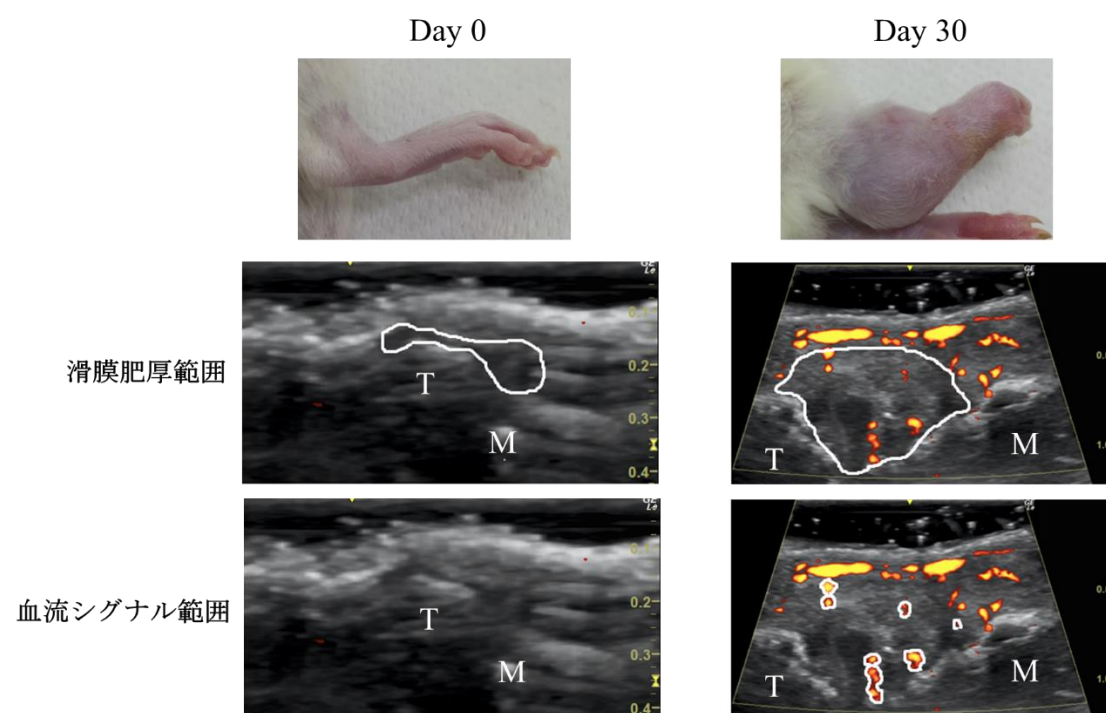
足関節の肉眼写真と関節超音波における滑膜 (ROI)と血流シグナル
